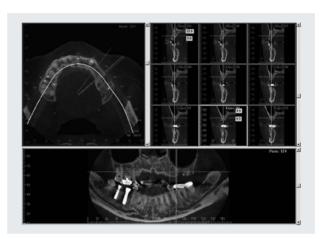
歯顎顔面用コーンビームCTにおける表示の例 横断像 左上),歯列弓横断像 右上),パノラミック表示(下 をそれぞれ示す。
